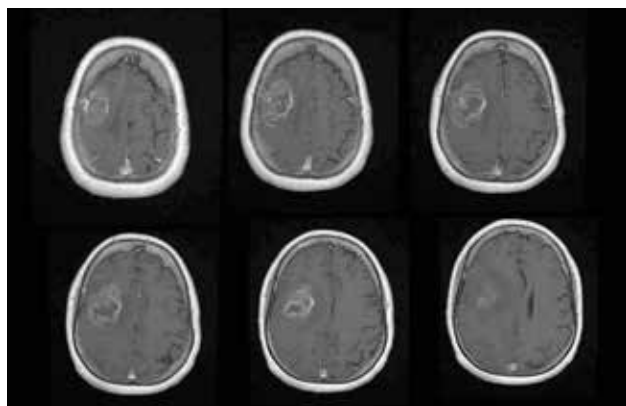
Cortes axiales en secuencias T1 con gadolinio de la resonancia magnética preoperatoria, en los que se observa la lesión
